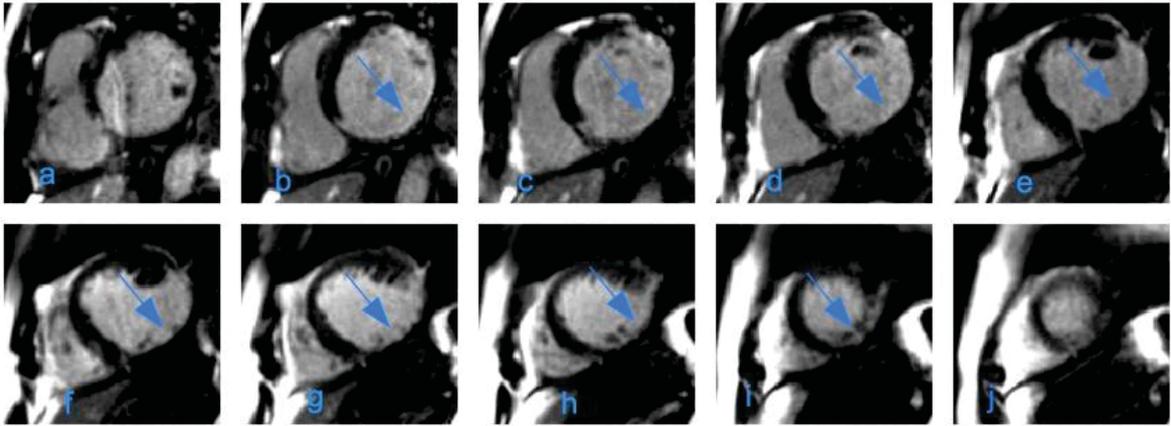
a-j: MRT eines Patienten mit transmuraler Narbe. —▶ transmurale Signalanhebung basal anterior, basal inferoseptal, basal inferior, basal inferolateral, basal anterolateral, medial inferior, medial inferolateral und apikal inferior als Zeichen einer ischämischen Narbe. SSFP 2D. Fortlaufende Schnitte.
